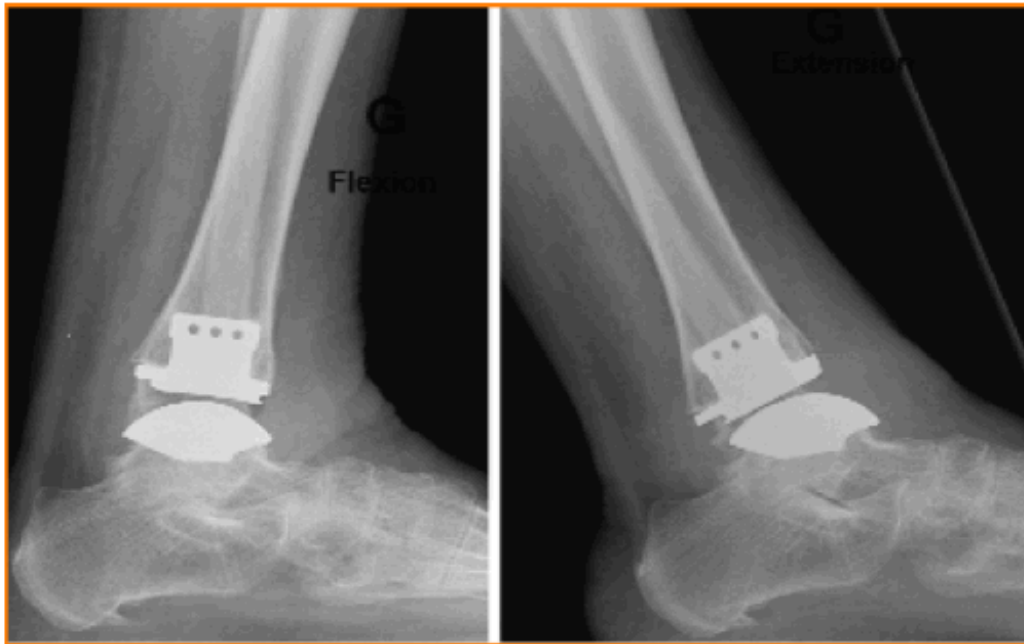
Radiographie de la cheville : incidence de profil, montrant la persistance d'une mobilité résiduelle de l'articulation talo-crurale. [72]
